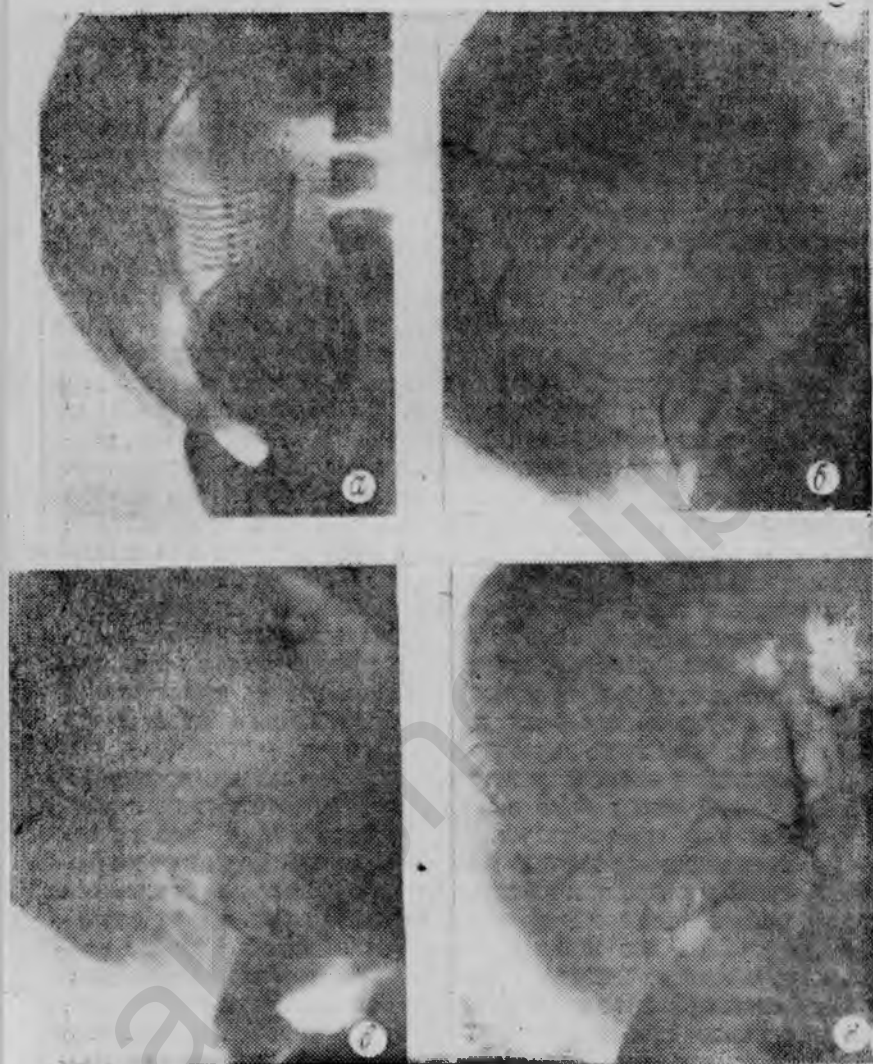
Боковая рентгенограмма. Нормальное расположение плаценты:
